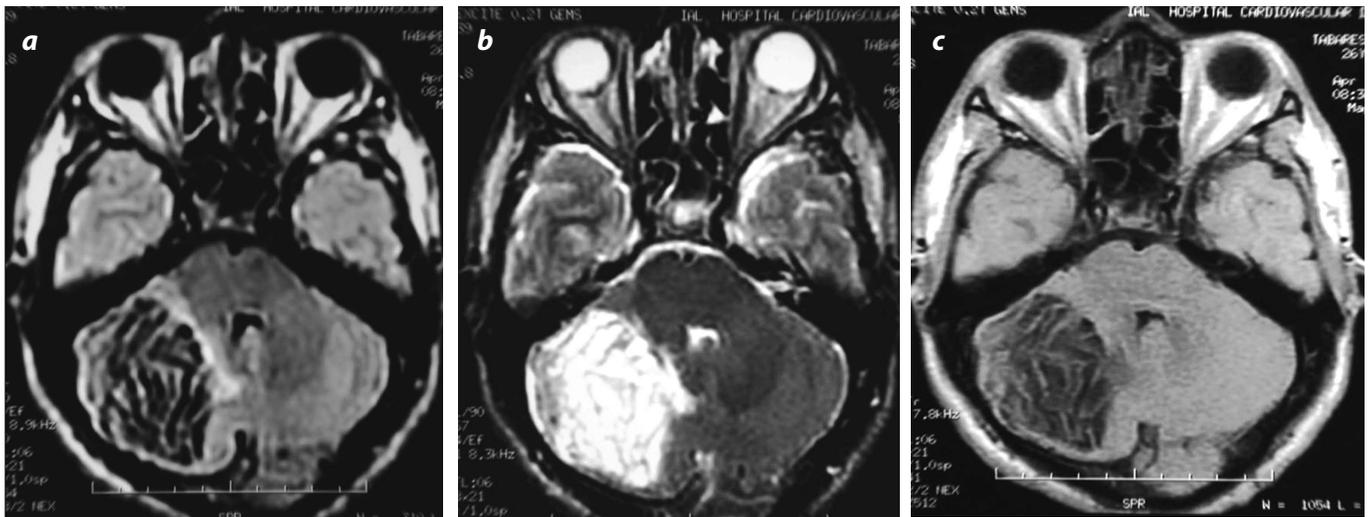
(a, b y c). RM con gadolinio, secuencias con información T1, T2 y FLAIR. Lesión focal circunscrita en el hemisferio cerebeloso derecho con patrón laminar de baja intensidad en T1, de alta intensidad en T2, con bandas interpuestas de intensidad media en FLAIR. No hay edema perilesional. El efecto compresivo sobre el IV ventrículo está dado por el crecimiento expansivo de la lesión.
